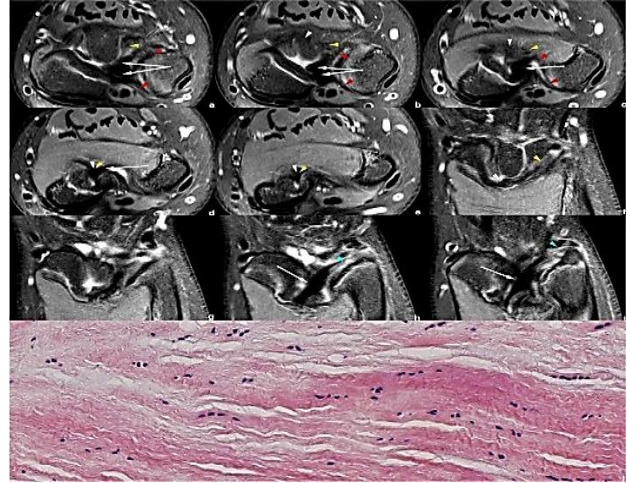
MRI cổ tay phải của người bệnh. a-f: Hình ảnh axial PDWI-FS cho thấy CD (mũi tên trắng), dây chằng quay trụ xa (đầu mũi tên đỏ) và VL (đầu mũi tên trắng). g-i: Hình ảnh coronal PDWI-FS cho thấy VL (đầu mũi tên trắng) và CD dày, nghiêng (mũi tên trắng) với điểm bám vào xương quay dịch chuyển đáng kể về phía gần so với bờ trong của bề mặt khớp (). Các đầu mũi tên màu xanh biểu thị các dây chằng tam giác ở đầu xa và đầu gần, gắn CD vào xương trụ ở đầu xa.*
